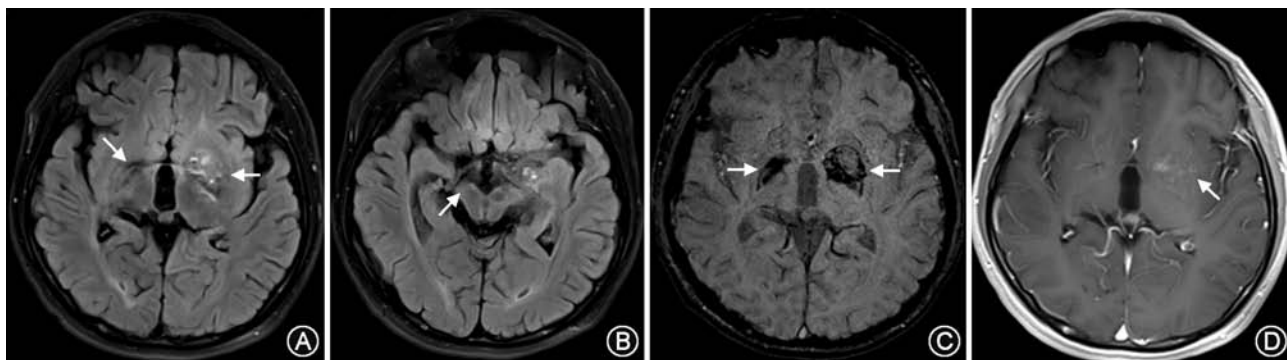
头颅磁共振成像(MRI) A.左侧基底节区混杂高信号(箭头),占位效应不明显,右侧壳核陈旧性出血(箭头),累及右侧皮质脊髓束继发 Wallen's 变性;B.右侧大脑脚及双侧颞叶萎缩(箭头),部分脑池增宽;C.SWI示双侧基底节区出血(箭头);D.右侧壳核增强扫描可见斑点状强化
